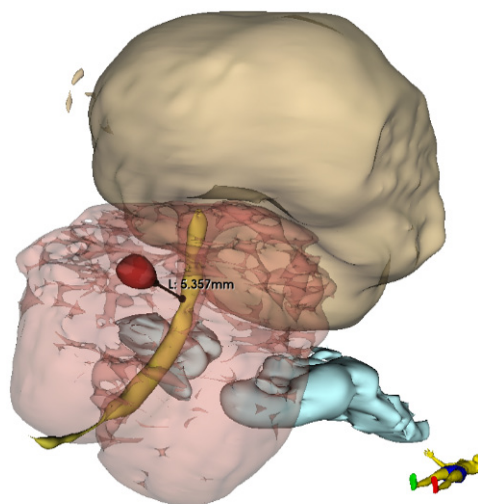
3D-модель предстательной железы с расположением опухолевого очага по данным МРТ с указанием расстояния до уретры (модель человека для топографической ориентации)
